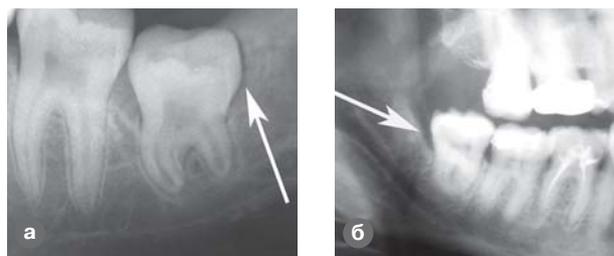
Рентгенограмма нижней челюсти больного с дистопией первого моляра (а). Этапы проведения атипичного удаления дистопированного зуба (б-г).
